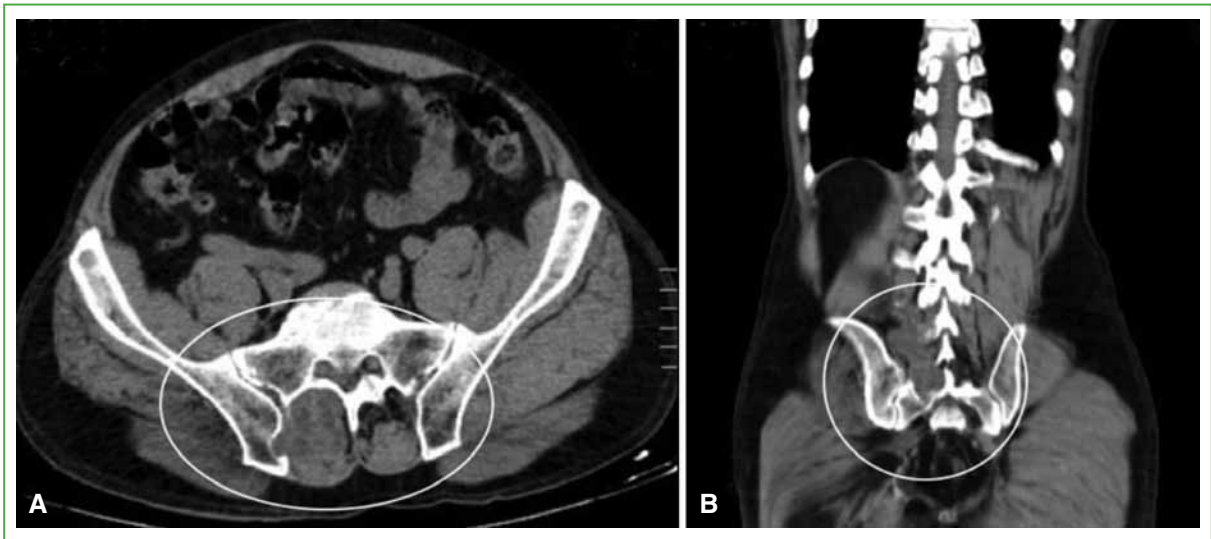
Tomografía computarizada de abdomen y pelvis. A. Corte transversal. Se observa una lesión paravertebral derecha en relación con la articulación sacroilíaca. B. Corte coronal. Se visualiza una masa paravertebral de L4 a S1 derecha. (Agosto de 2009).
